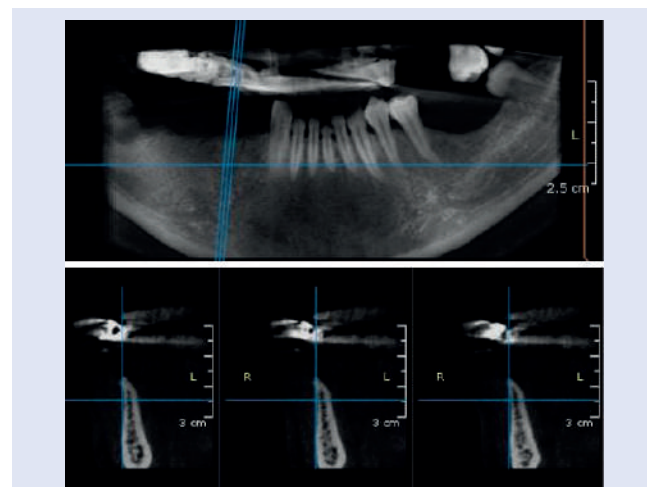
Cone Beam mandibolare in sede 45. Si noti, anche qui, lo spessore particolarmente ridotto della cresta ossea
